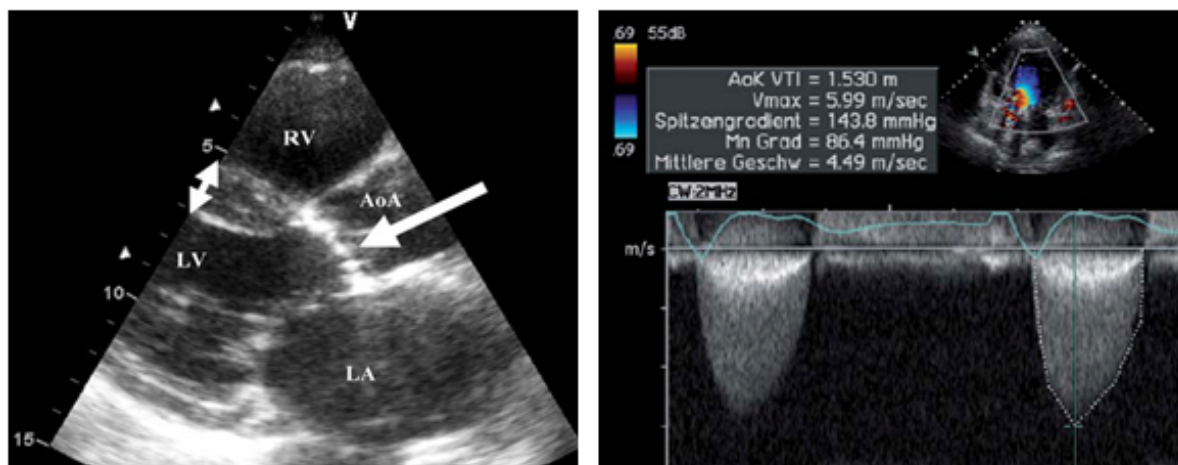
A) Valva aórtica com folhetos espessados, com mobilidade diminuída e diminuição de sua abertura; B) Doppler demonstrando velocidade de jato de 5,99 m/s; C) Gradiente médio de 86,4 mmHg.
